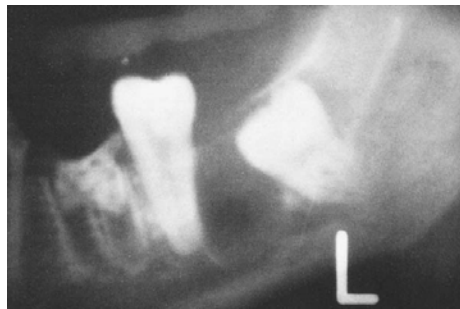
Radiografía panorámica.¹⁷
